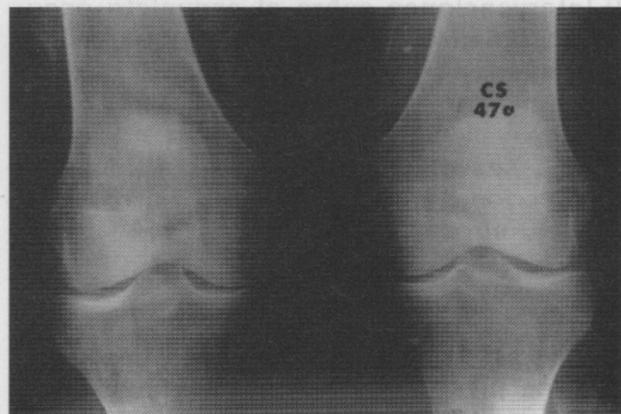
Paciente de 47 años con dolor y aumento de volumen de sus rodillas de dos años de evolución rebelde a tratamiento médico. Las radiografías no muestran lesión aparente de la estructura osteoarticular.
